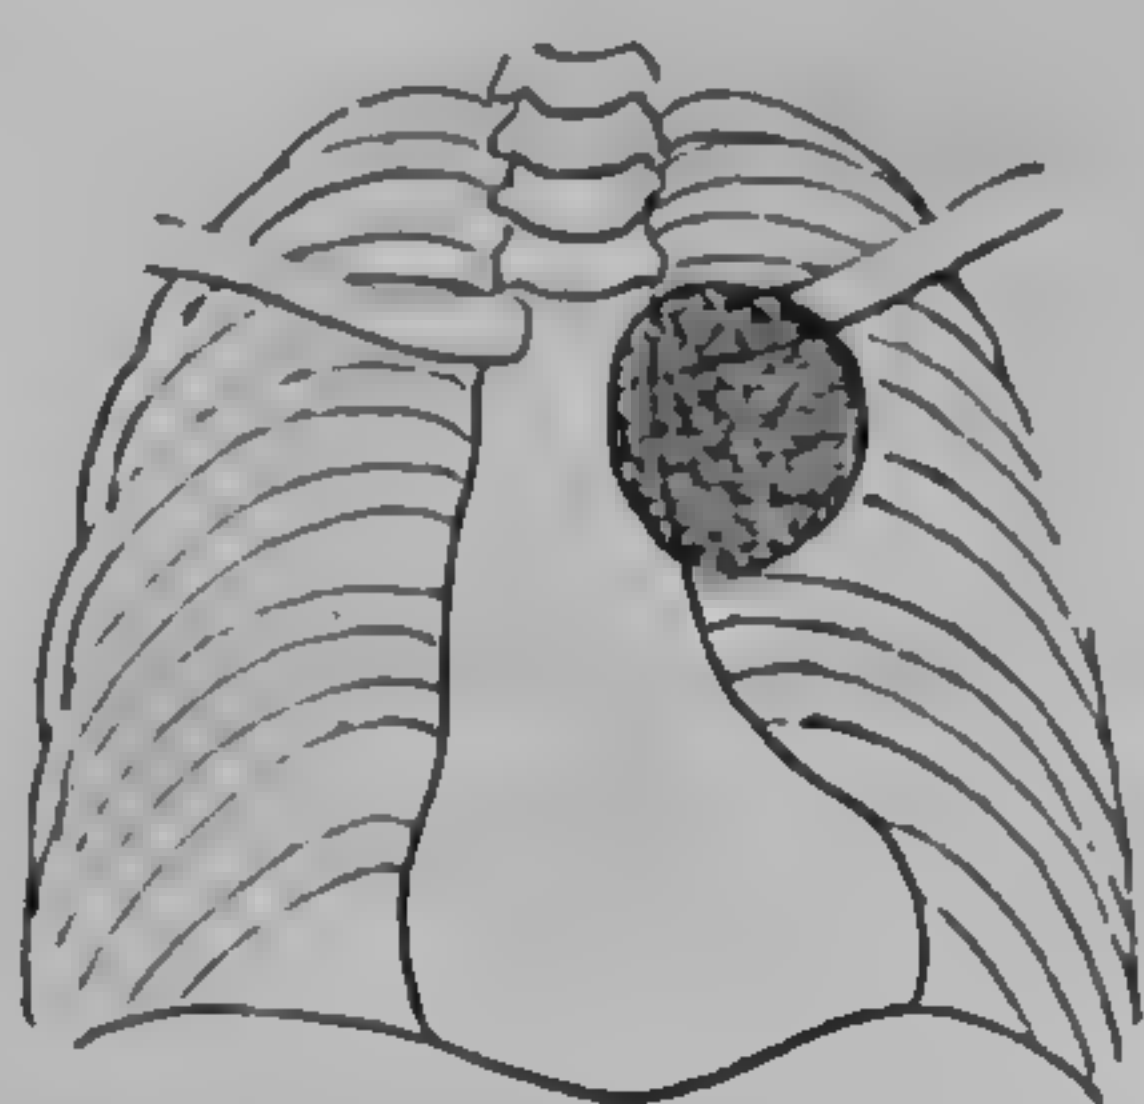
Tumoare benignă (polip) în bronhia lobului superior stîng (radiografie dr. Sanda Boiu)
